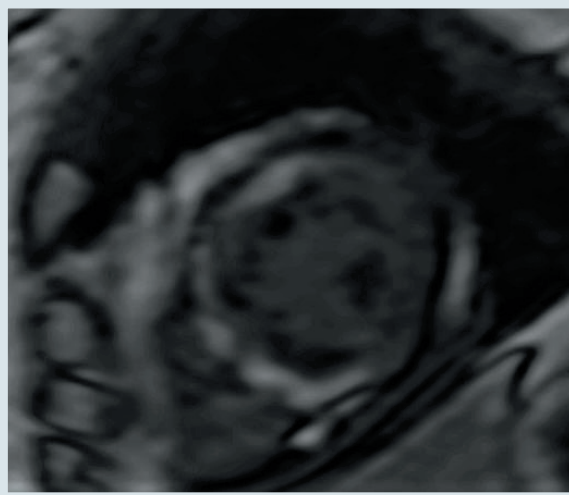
МРТ серця з гадолінієм. Відтерміноване контрастування циркулярного характеру, охоплює більшість середніх сегментів ЛШ
